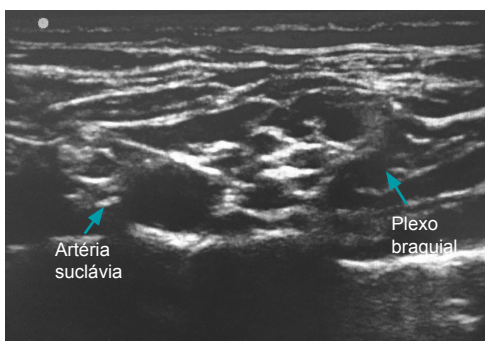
Bloqueio supraclavicular: estruturas identificadas por ultrassonografia.
